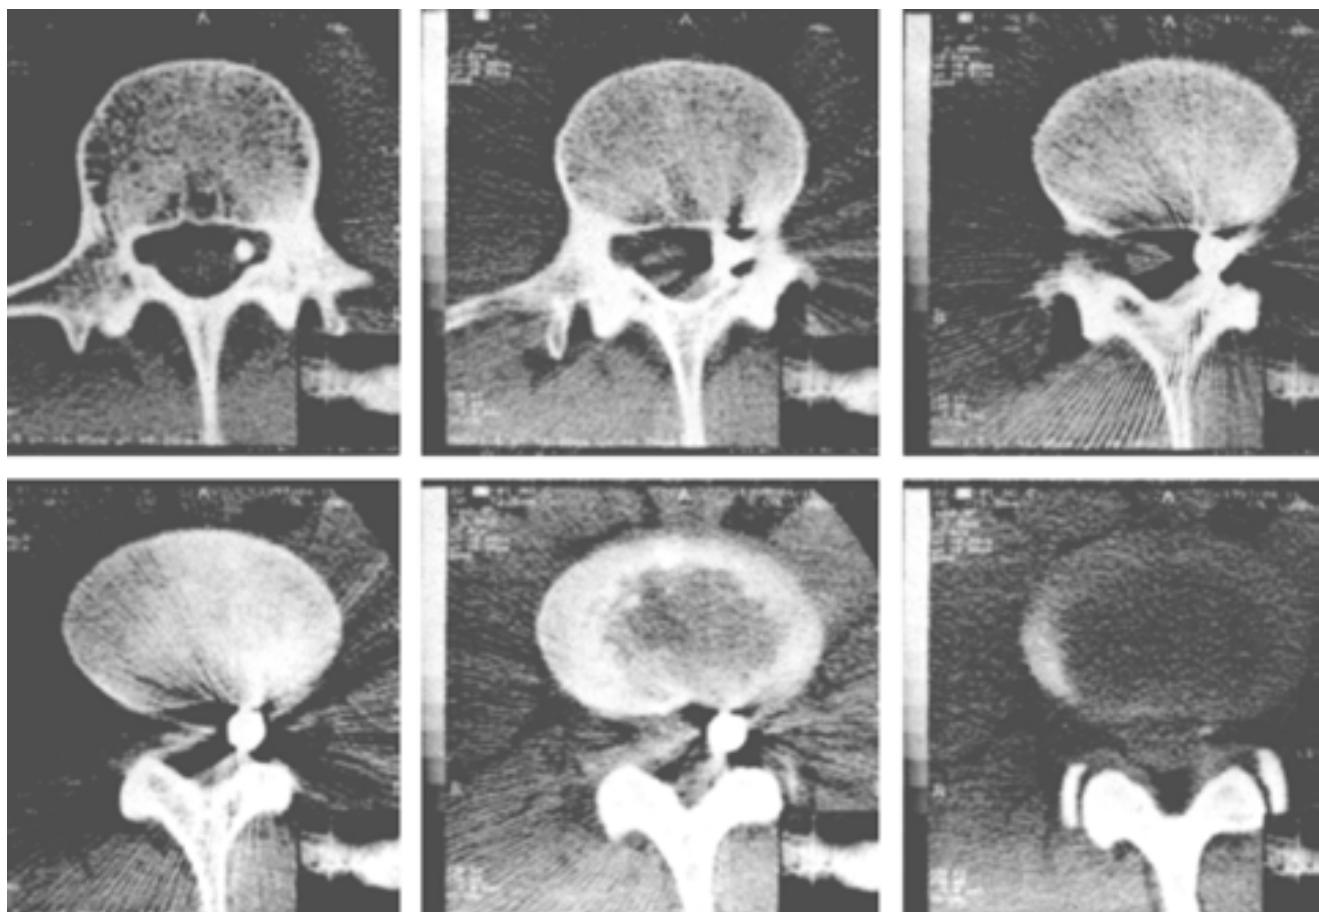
La tomografía demuestra cuerpo extraño metálico alojado intrarraquídeo, desplazando saco dural.
